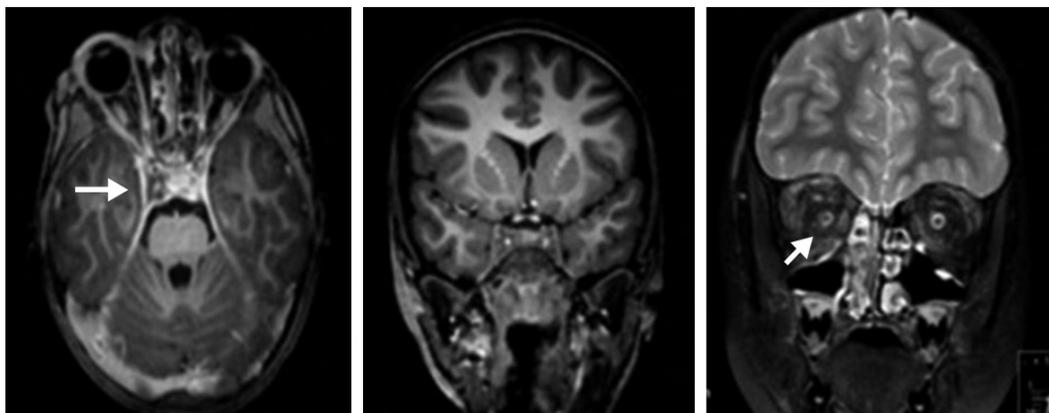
RMN CE e orbitária. As setas mostram abaulamento da parede externa do seio cavernoso direito e perda da interface do complexo bainha-nervo ótico direito.
